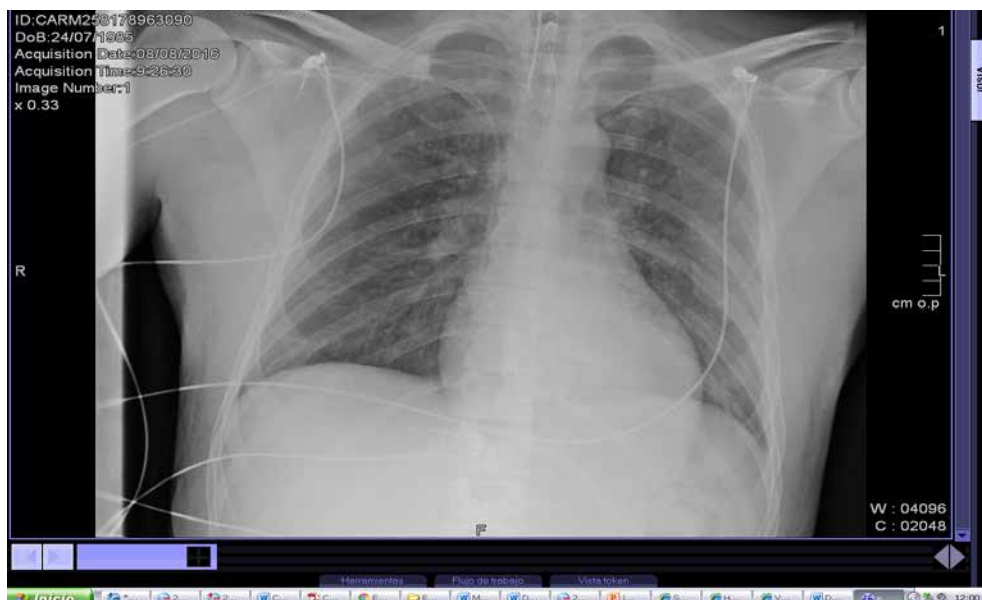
Radiografía de tórax 2º día de ingreso.
